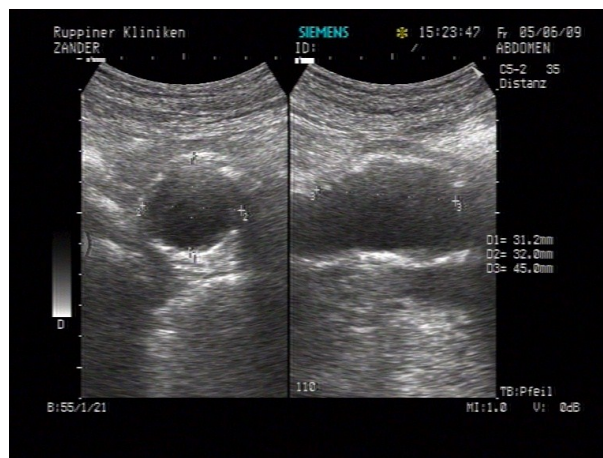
B- Bild- sonographische Darstellung eines Abdominellen Aortenaneurysmas
